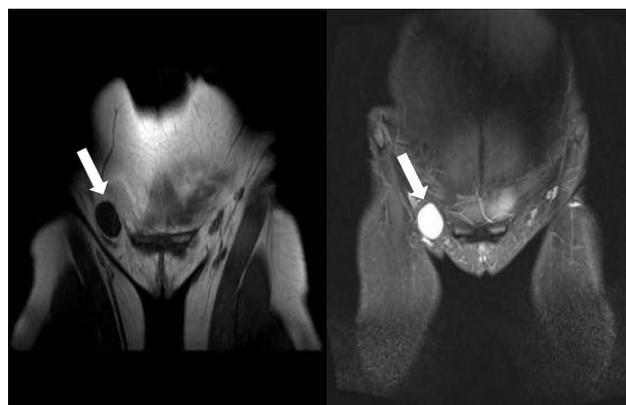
Cortes coronales de RMN inguinal. Quiste de Nuck (flechas) en fase T1 (izquierda) y en fase T2 (derecha).
